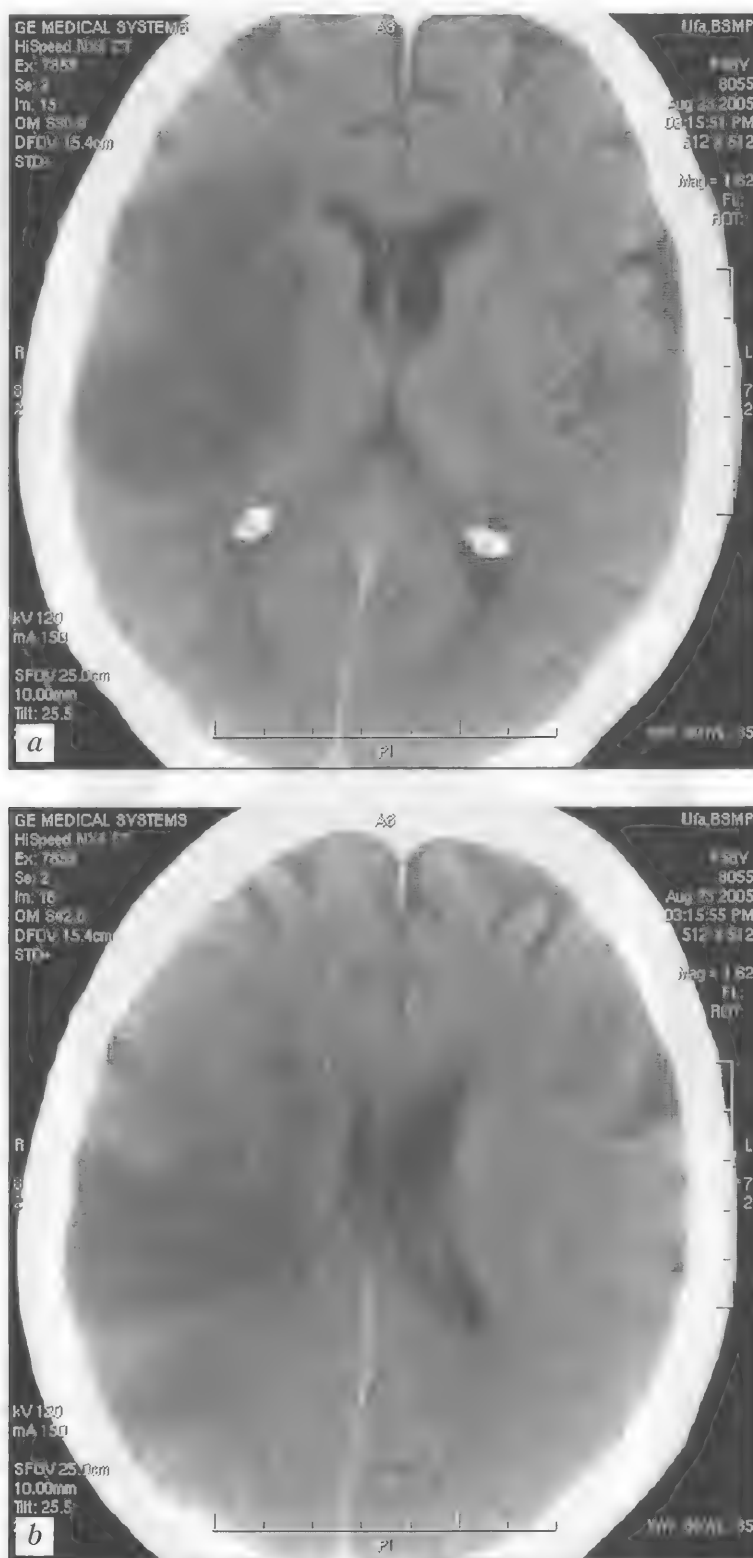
Больная П., 58 лет. Ишемический инсульт в правой теменной доле. КТ (неконтрастная) — а, б
